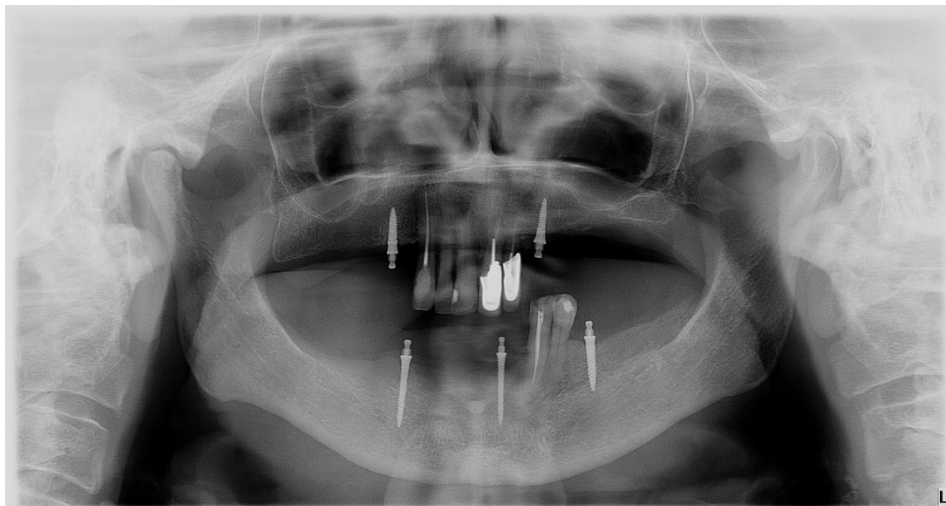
Ortopantomogramski prikaz nakon ugradnje mini implantata (uz dopuštenje dr.sc. Ines Kovačić, dr.med.dent.)
